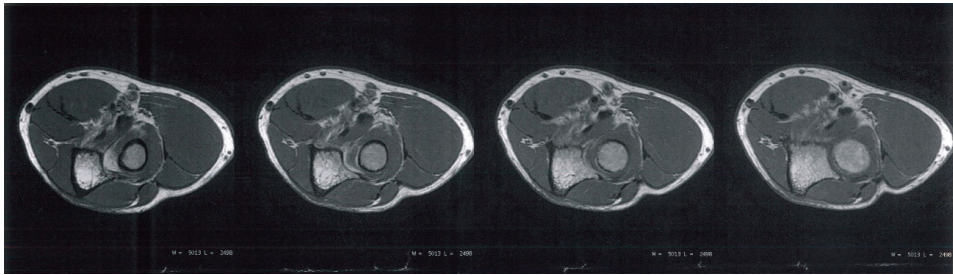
Ressonância magnética, plano axial, com tendinopatia dos tendões extensores.
